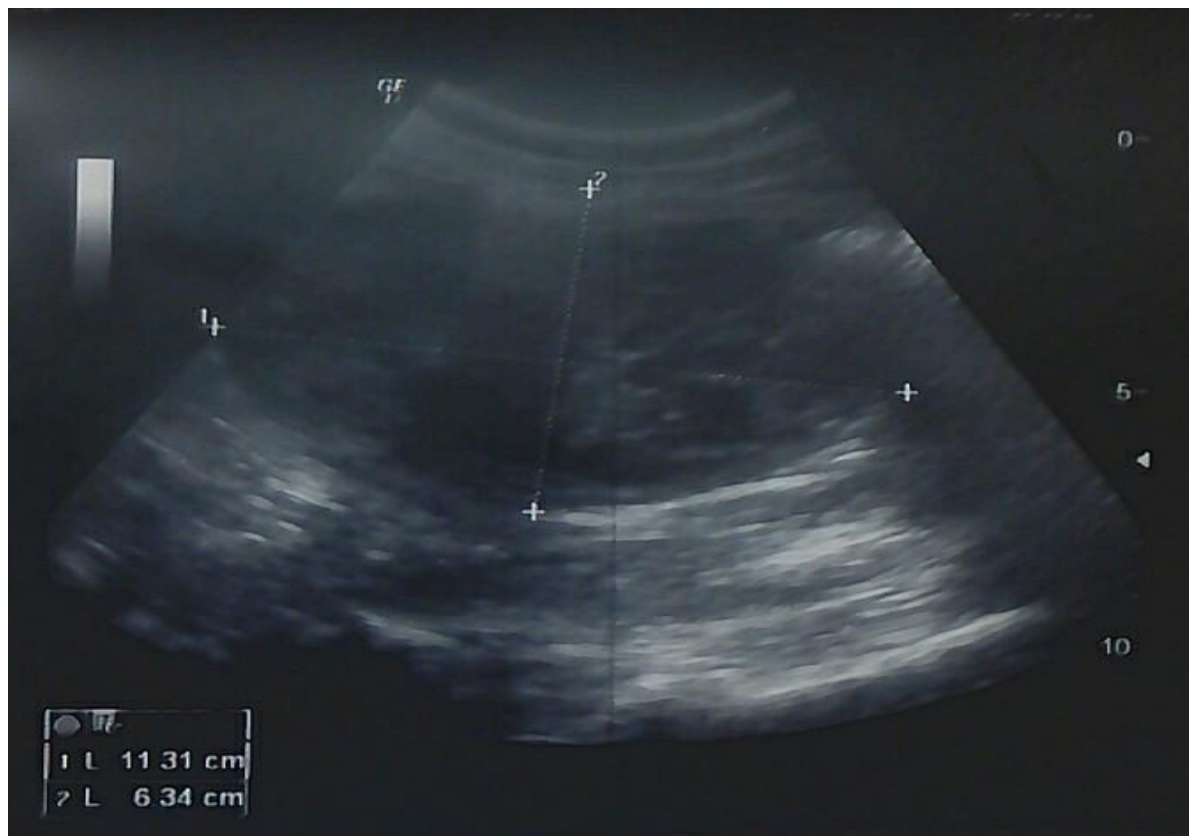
Coupe échographique montrant une grossesse évolutive de 23SA avec un fibrome sous séreux sessile fundique mesurant 11,3/6,3 cm chez l'une de nos patientes.
